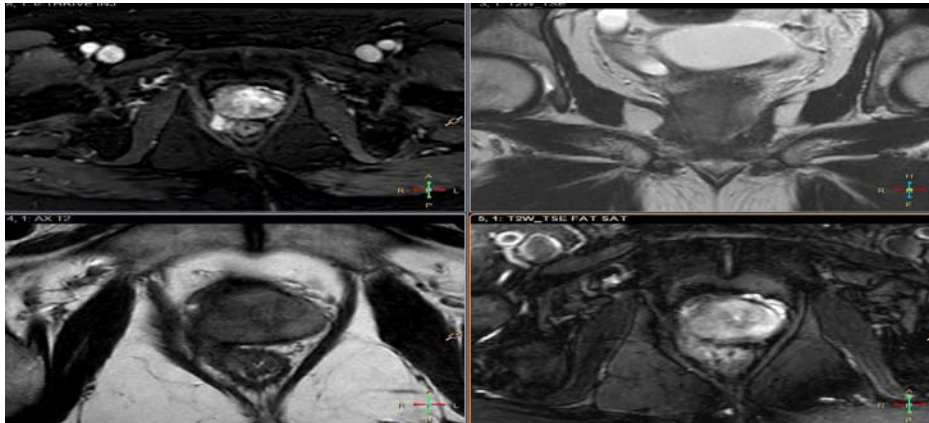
IRM prostatique avec extension postérieure au rectum
